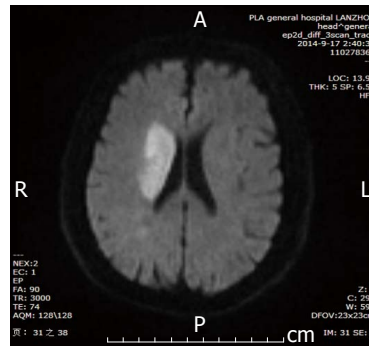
头颅核MRI. 右侧侧脑室旁-基底节区急性梗塞灶. MRI: 核磁共振成像.
